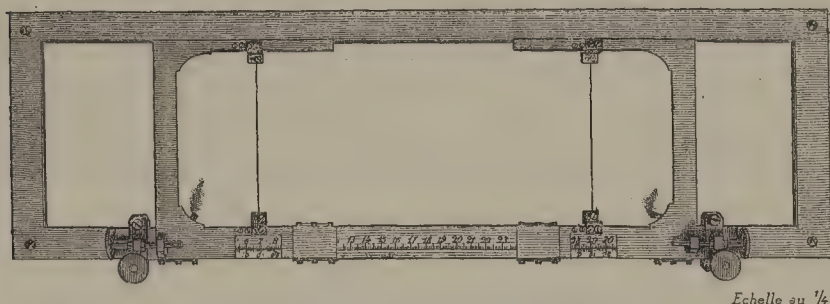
Stéréomètre simple donnant la coordonnée verticale d'un point de l'objet radiographié.
